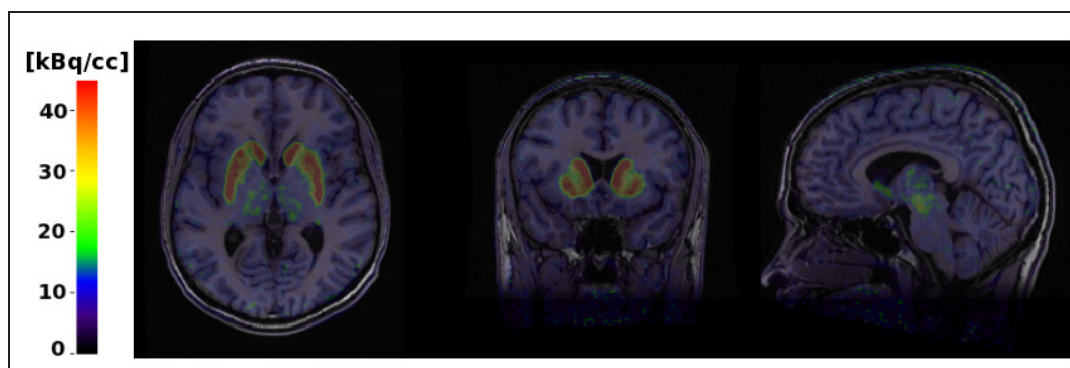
25 – Fusion des images IRM et TEP moyennées temporellement pour l'étude PE2I. Ces images illustrent la bonne délimitation du striatum dans les plans transverses et coronaux, et montrent une région de forte activité dans le mésencéphale (aire tegmentale ventrale et substantia nigra).
